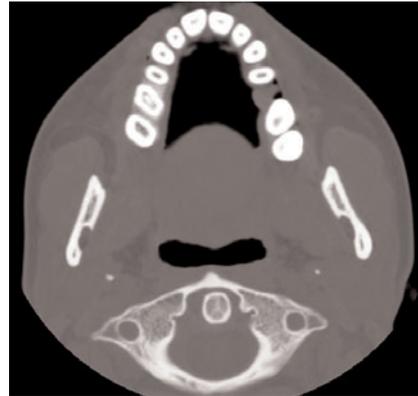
Ein CT-Schnitt durch einen bezahnten Oberkiefer auf Gingivaebene mit Darstellung der Wurzelquerschnitte.
